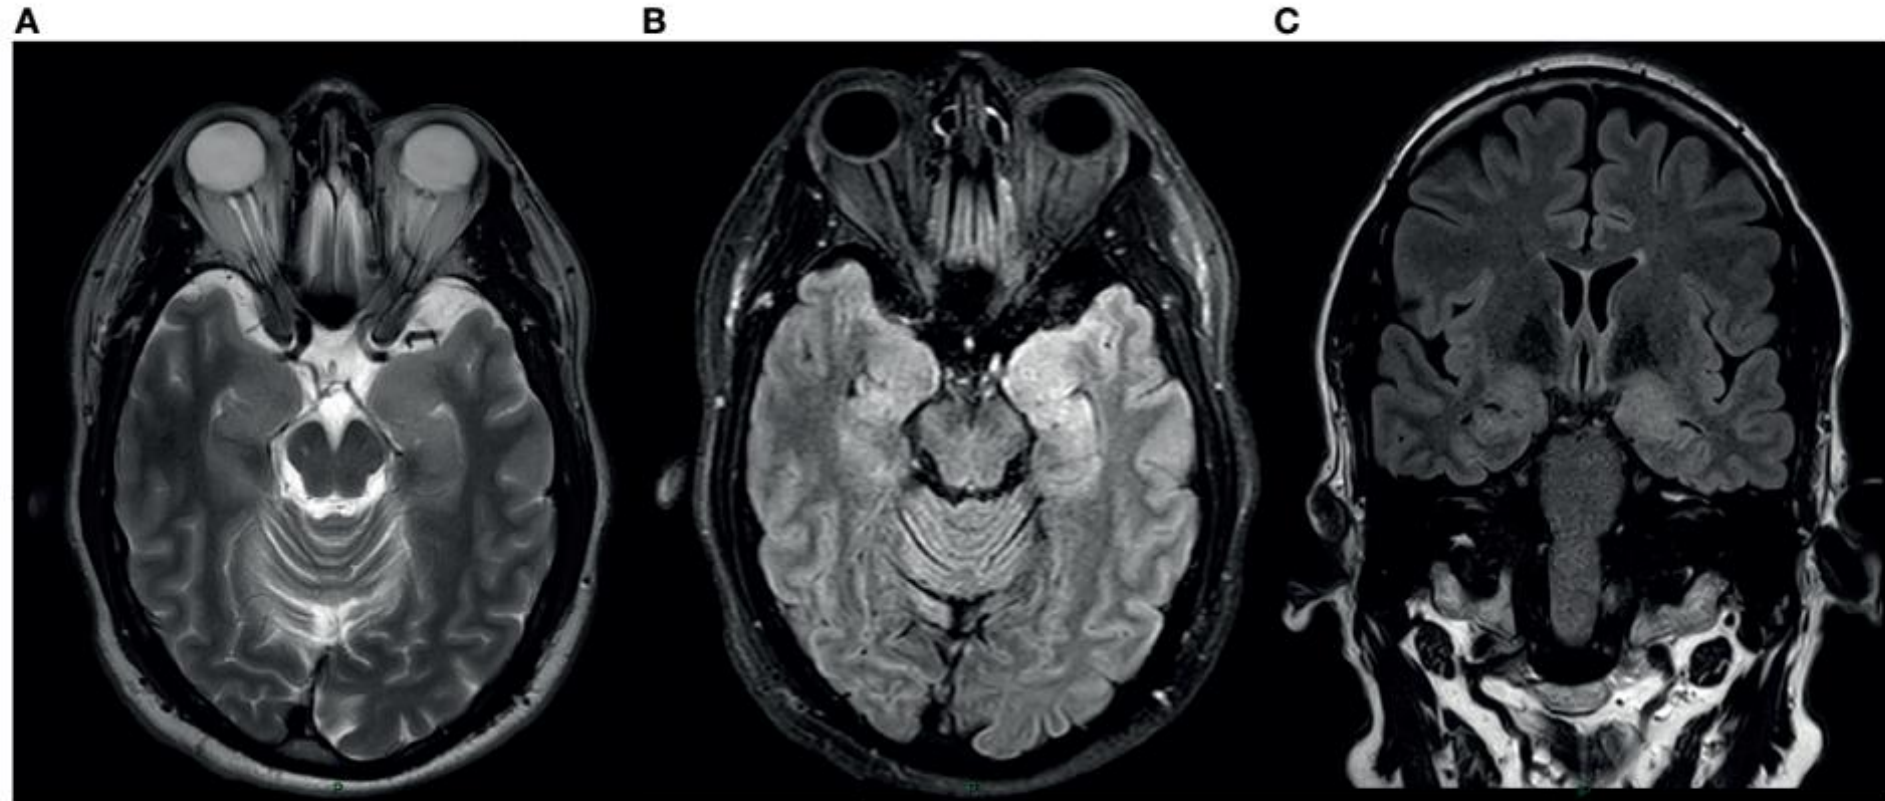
MRI at the time of presentation. Axial T2 Weighted Image (A), Axial Fluid attenuated inversion recovery(FLAIR) sequence (B) and coronal FLAIR (C) show cortical thickening and hyper intense signal in the medial aspect of bilateral temporal lobes Left>Right.
